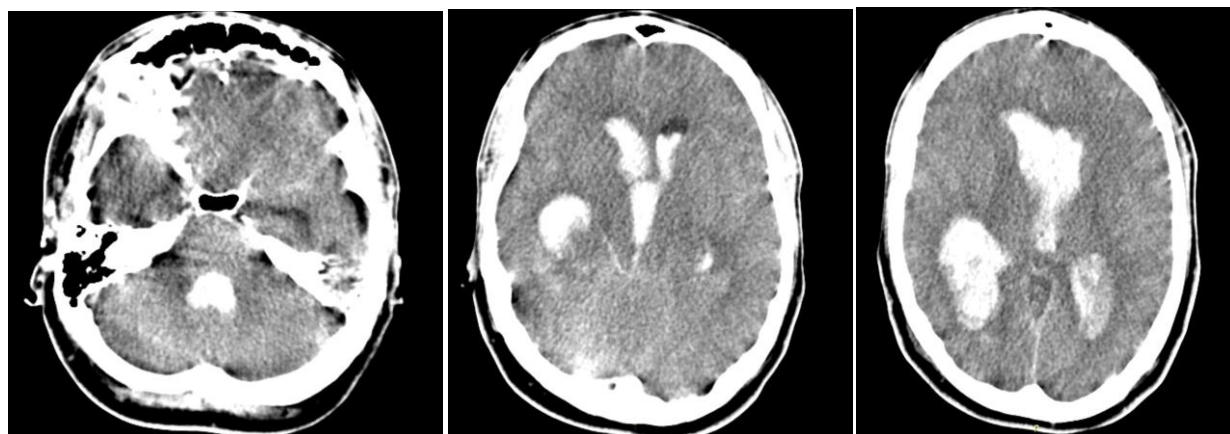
КТ головного мозга пациента С., история болезни №1664, от 12.01.2011 (аксиальные срезы)
